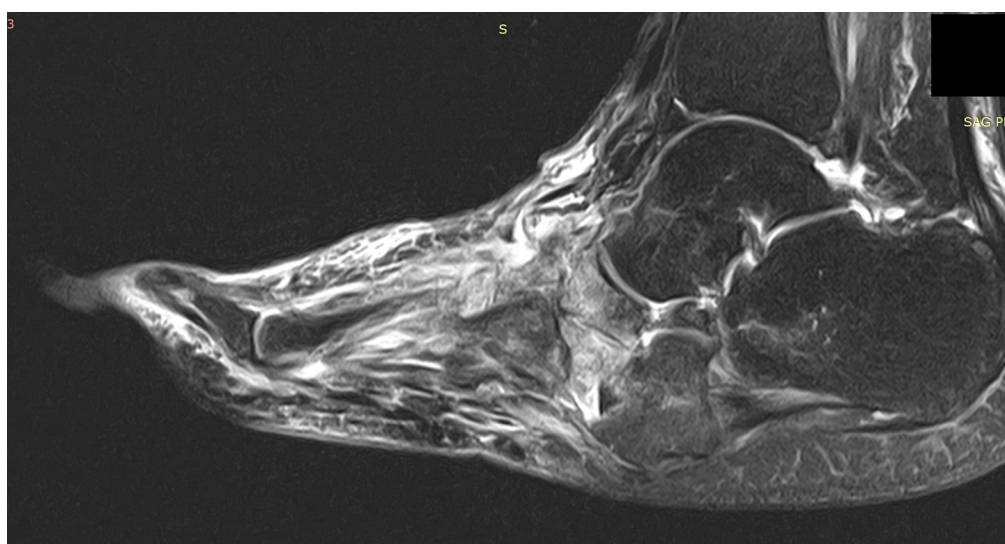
МР-томограмма стопы от 01.2019. Режим жироподавления. Сагиттальный срез. Отек кубовидной кости уменьшился, отек таранной и пяточной костей не определяется. В остальном – без динамики.
